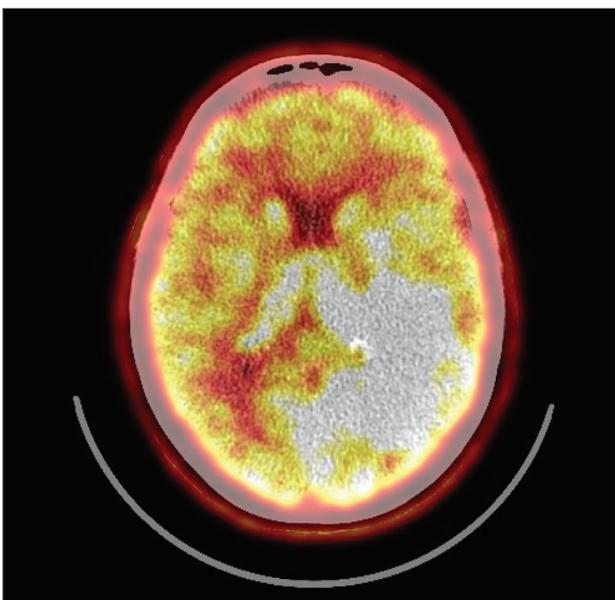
Пациентка Г. ПЭТ-КТ с C¹¹-метионином перед протонной терапией. Диффузный продолженный рост глиомы с признаками анаплазии, ИН=3,39, размерами 70×46×64 мм
